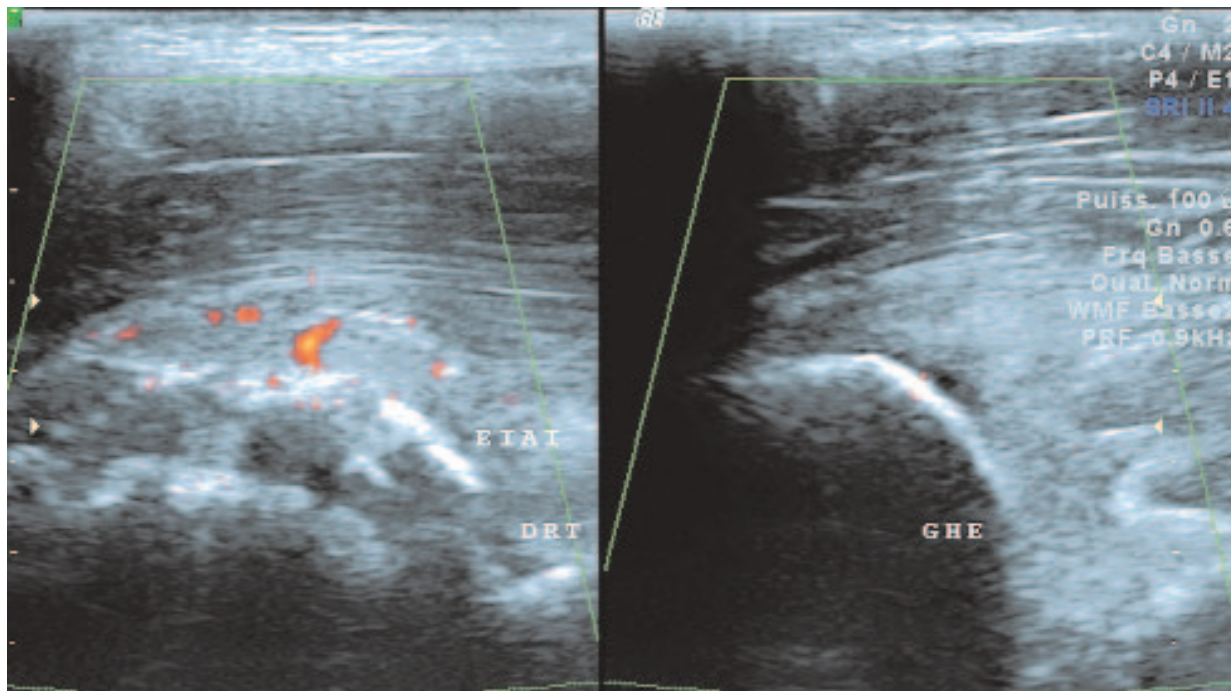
Remodelage et hypervascularisation péri-corticale en échographie Doppler-couleur de l'épine iliaque antéro-inférieure chez un jeune footballeur en échographie.
